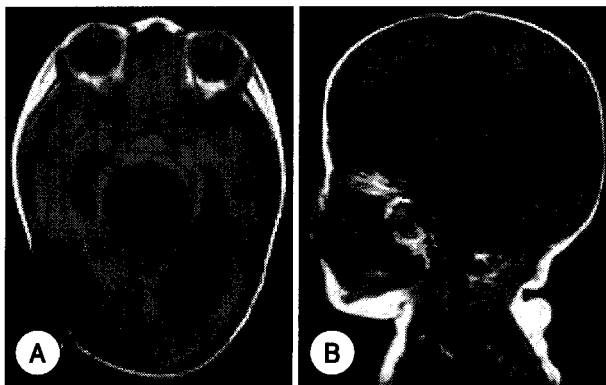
A, B : T1 weighted axial (1A) and sagittal (1B) section Brain MRI at 6-month-old age shows periventricular leukomalacia and severe hydrocephalus.
